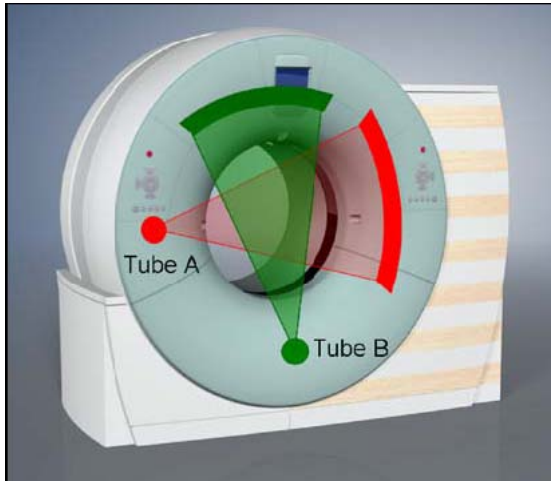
Somatom Definition* con los dos tubos de rayos X y dos cadenas de detectores. Fuente: tomado de Flohr TG y col. First performance evaluation of dual source CT (DSCT) System. *Eur Radiol.* 2006; 16:256-268.
